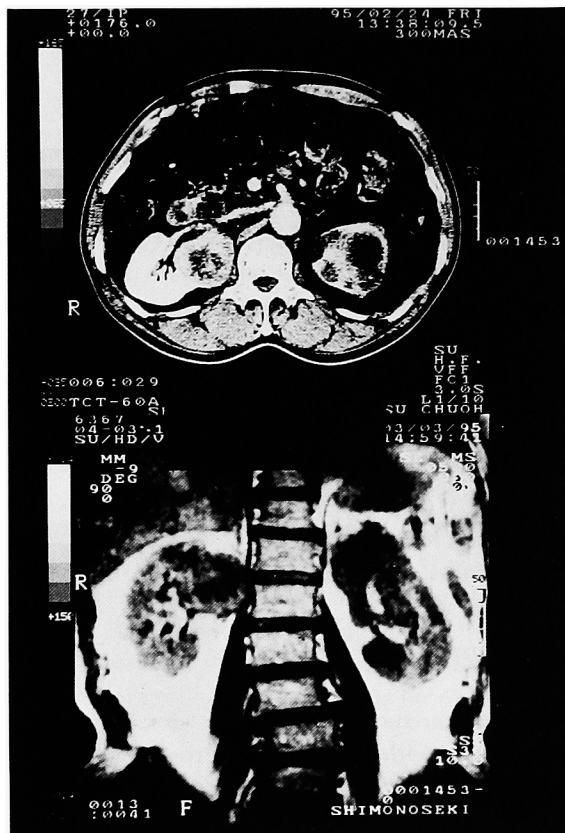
A: CT scan reveals a round mass tumor 5 cm in diameter in the internal posterior portion of the right kidney and, another tumor about 7 cm in diameter arising from the upper pole of the left kidney. B: MRI reveals a large and heterogeneous intensity tumor 7×6×5 cm in size in the upper pole of the left kidney and another round and heterogeneous intensity tumor about 5 cm in diameter in the internal posterior portion of the right kidney.
